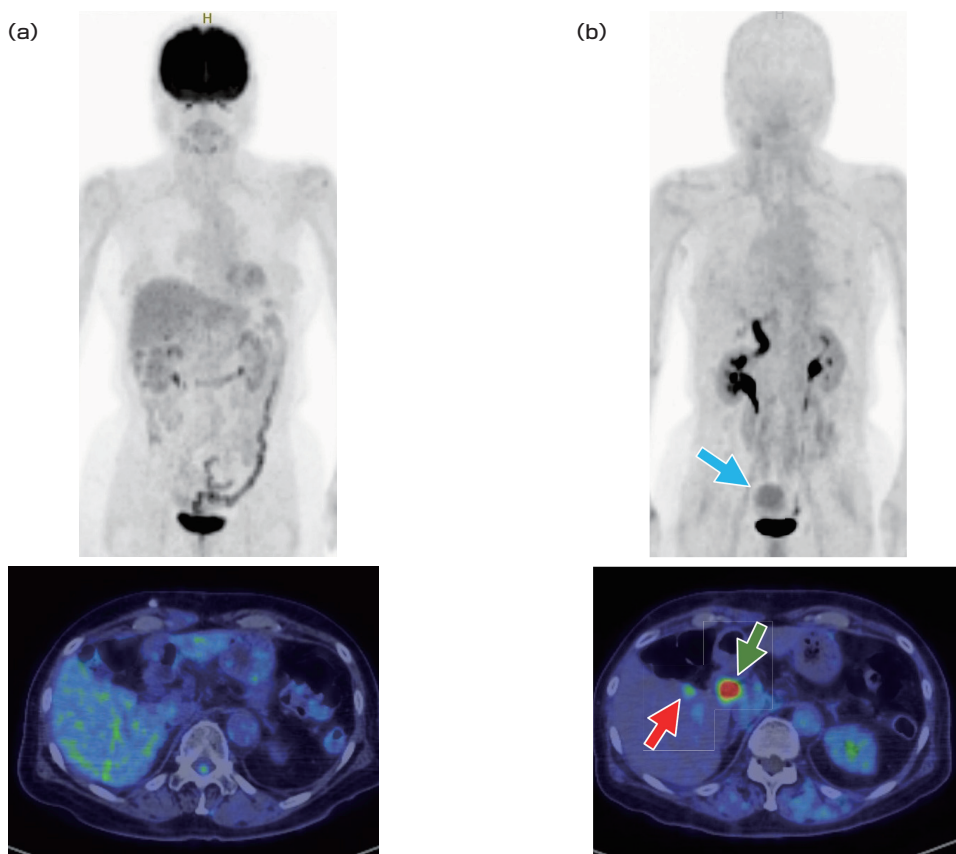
(a)FDG-PET/CTでは明らかな再発や転移を疑う異常集積は指摘できなかった。(b)F-18-FAPI-74 PETでは肝S5に局限した集積(赤矢印)を認めた。また、生理的排泄として胆管への集積(緑矢印)がみられた。さらに、MIP像では骨盤内に腫瘤状の FAPI 集積が認められた(青矢印)。横断像での評価により子宮内膜の生理的集積と判断された。
